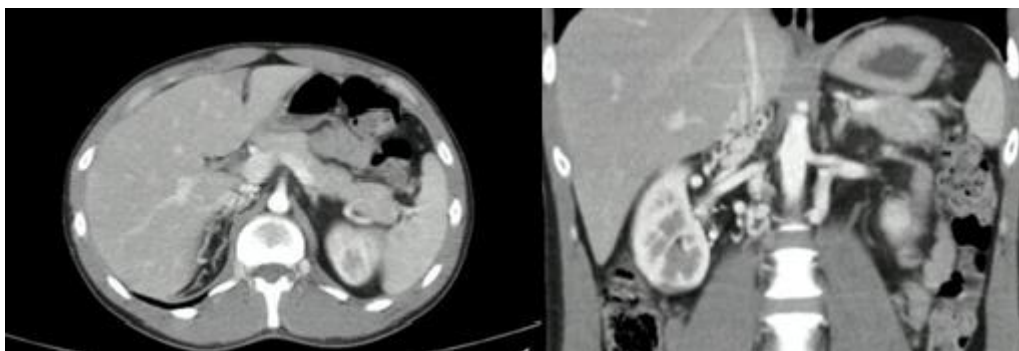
Tomografía con contraste. Varón de 23 años. En la imagen izquierda, corte axial, se observan estructuras serpiginosas en topografía de VCI (en su porción hepática). En la imagen derecha, corte coronal se observan los mismos hallazgos, consistentes con agenesia de VCI.
